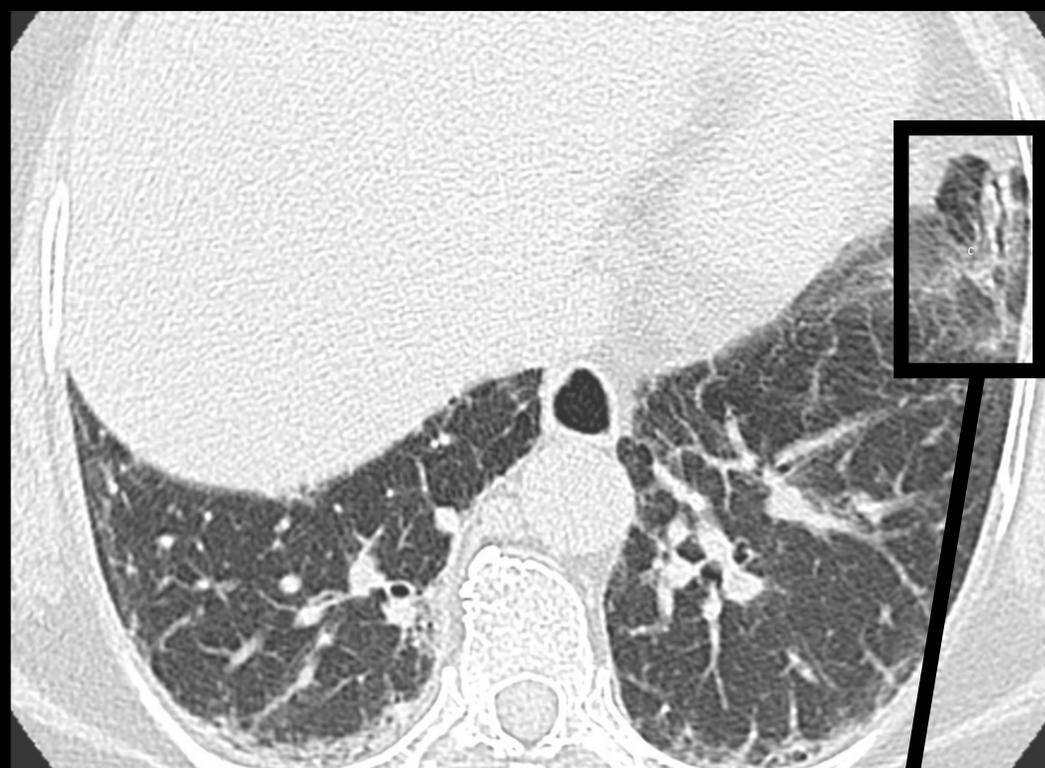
Tomografía computarizada de alta resolución (TACAR), ventana pulmón, cortes axiales, en las que se visualizan imágenes radiológicas compatibles con afectación pulmonar intersticial, apreciándose una reticulación periférica subpleural bilateral, de predominio en lóbulo superior derecho, llingula y lóbulo inferior izquierdo, sin claros signos de panalización.
